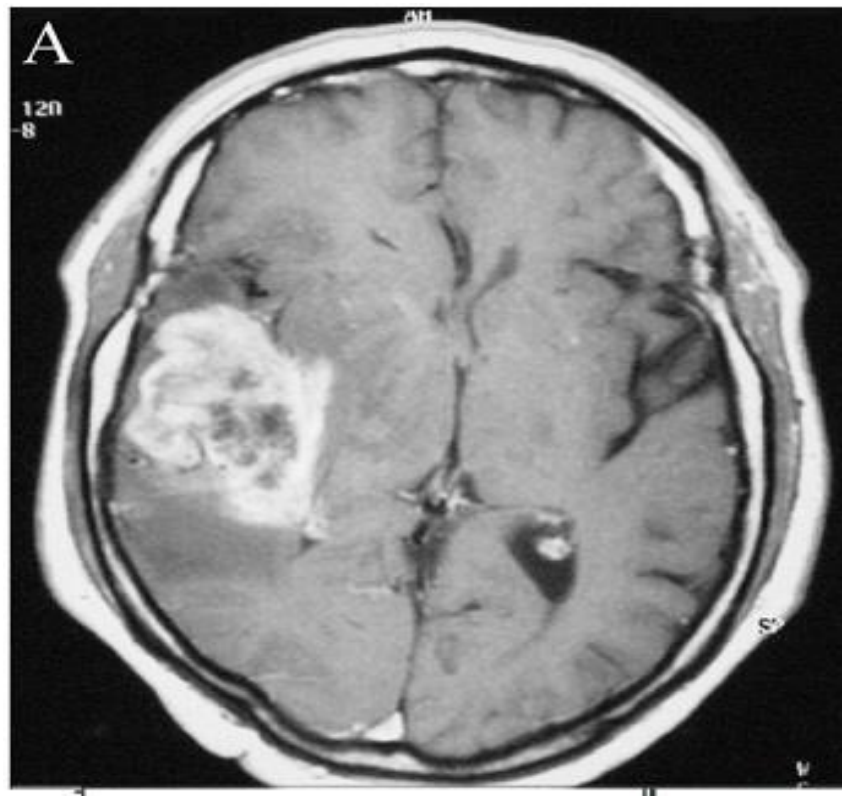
Glioblastoma Multiforme na RM(15)
